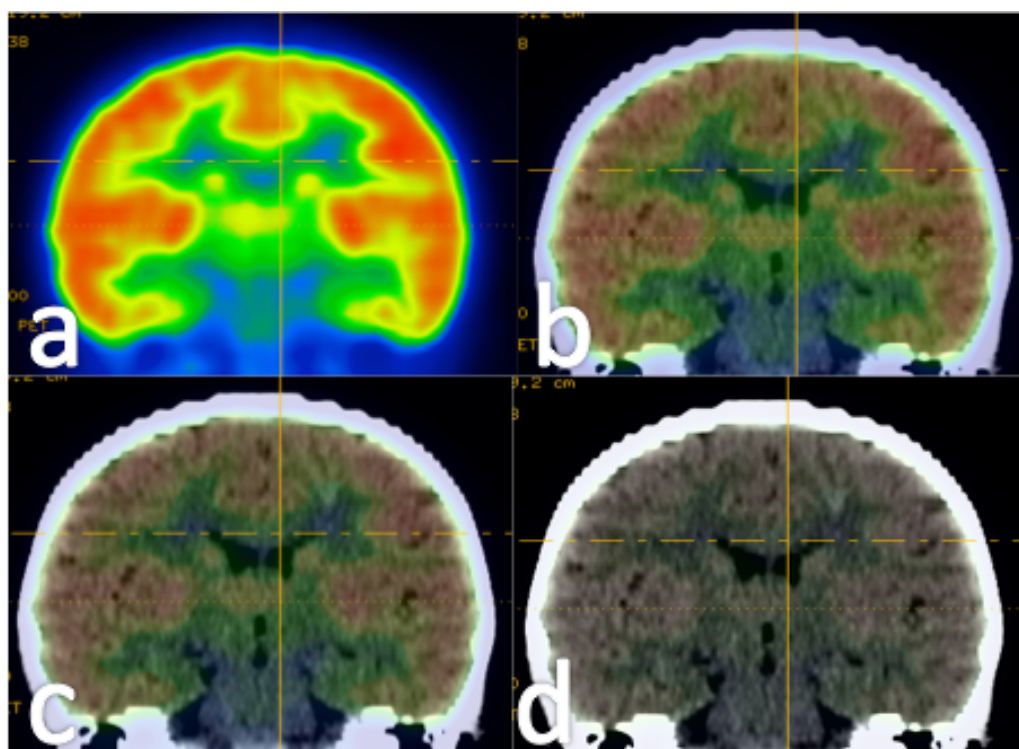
Corte coronal con técnica PET (a) y fusión con diferentes niveles de transparencia (b, c, d).
